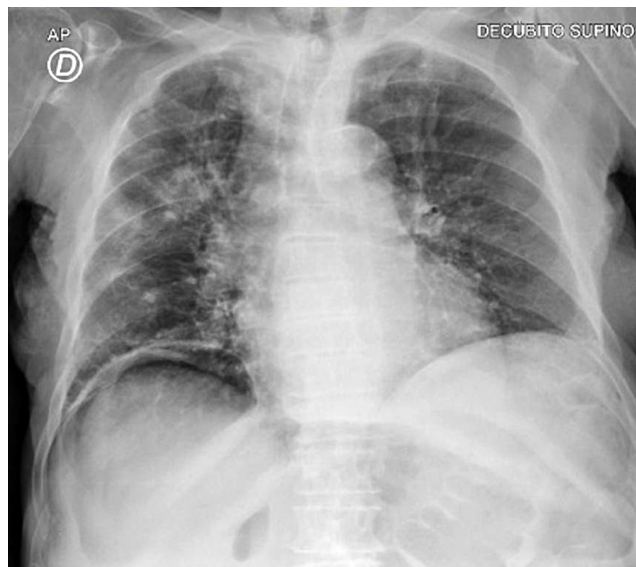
Caso 1. Neumoperitoneo en radiografía de tórax. Imagen propiedad de los autores.
